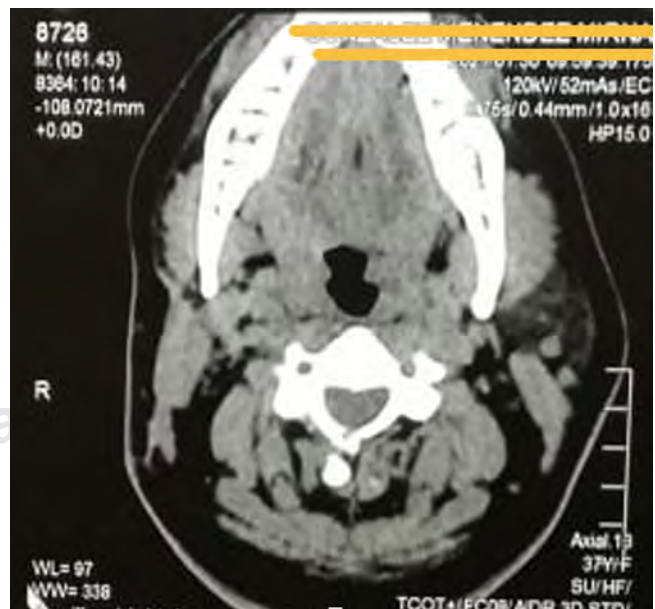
Tomografía postoperatoria.
